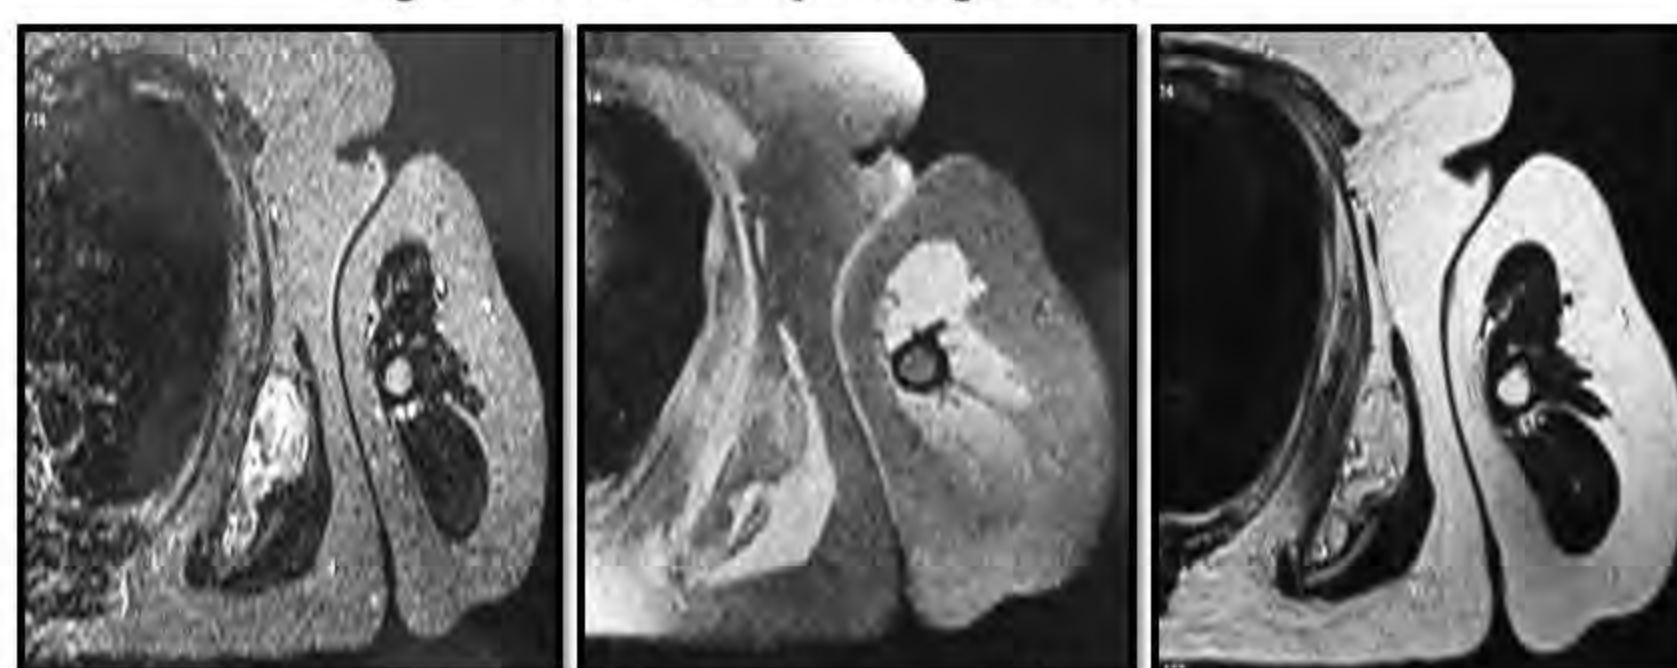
IRM: coupes axiales
